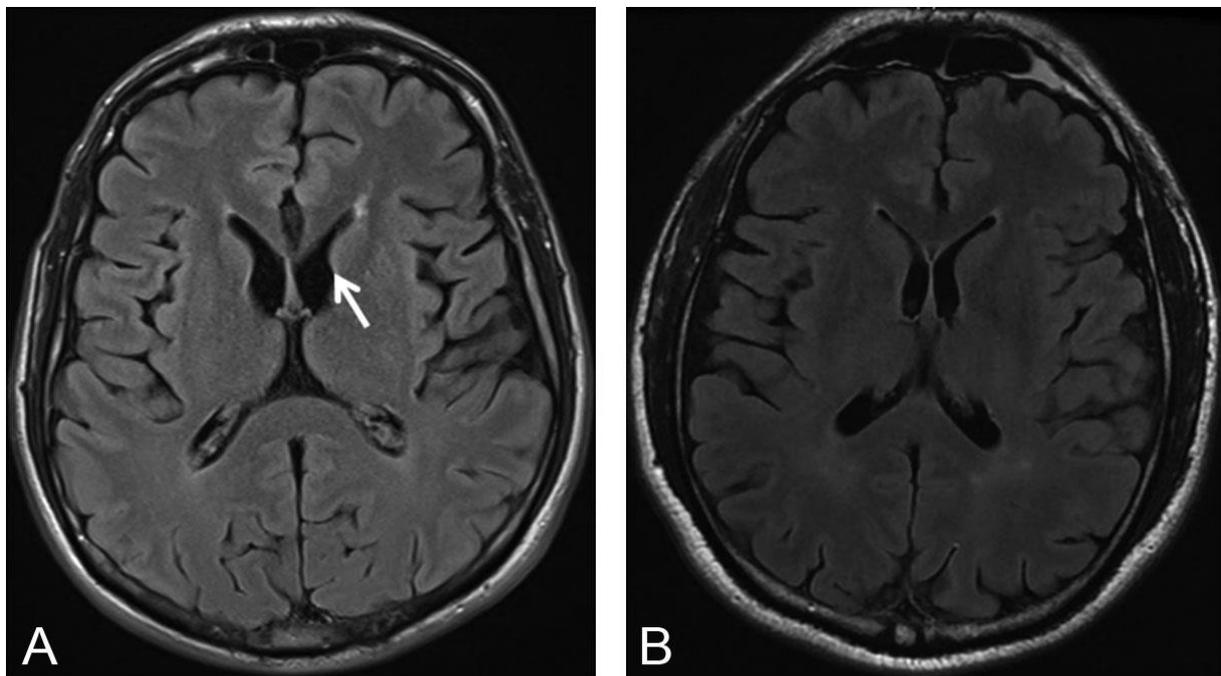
IRM cérébrale montrant une atrophie du noyau codé (63)
